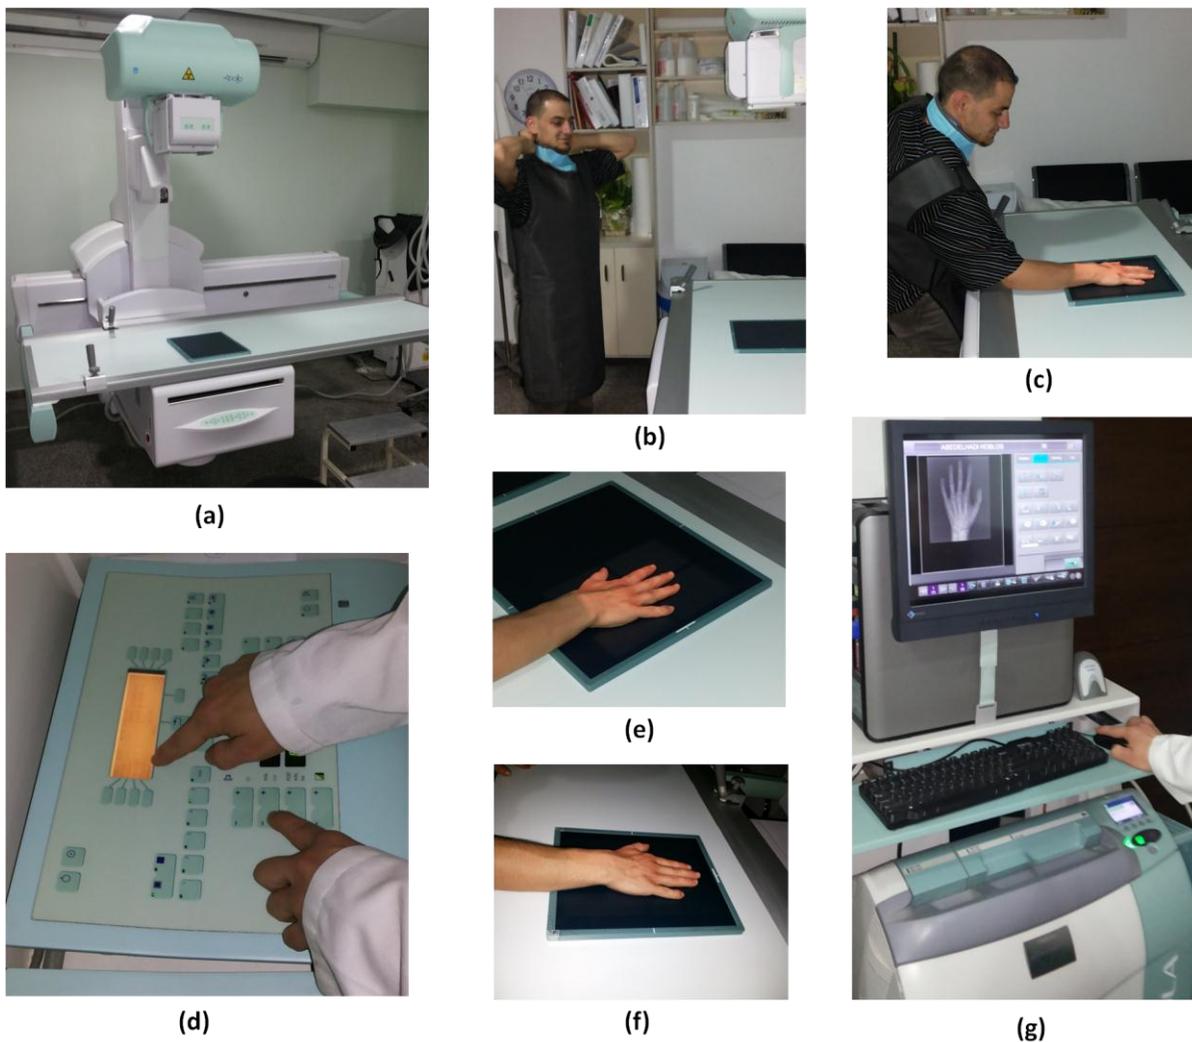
Un exemple du processus d'acquisition standard à l'aide d'un appareil Rayons X (a) la machine Apollo EZ (b) la phase de préparation en utilisant un costume anti-rayonnement (c) la phase d'acquisition (d) le panneau de contrôle du dispositif Apollo EZ X-Ray (e) la cassette de type 1 (f) la cassette de type 2 (g) le transfert à une image digitale.
